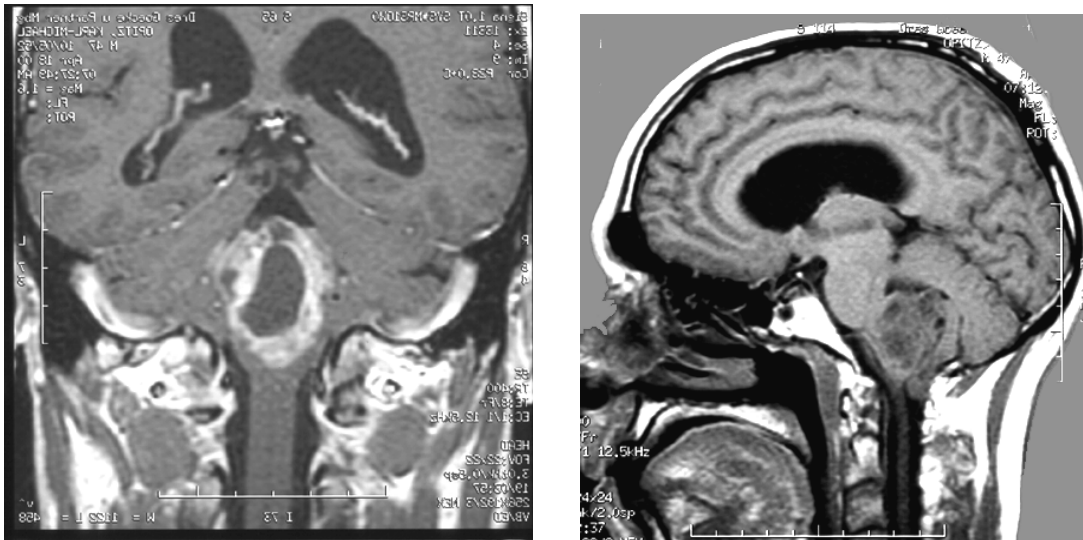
Präoperative MRT-Bilder eines Ependymoms der unteren Rautengrube
